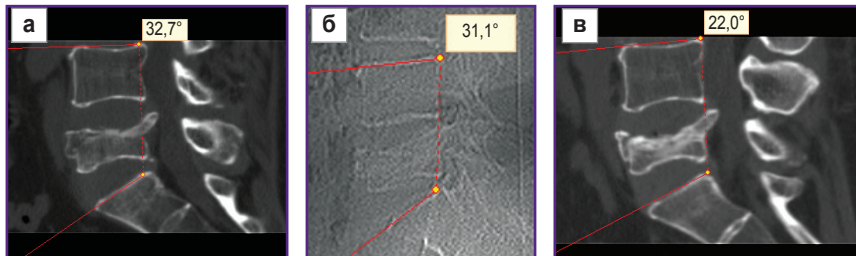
КТ и рентгенография больного Р., 45 лет: а — через 10 дней после травмы; б — через 6 мес после начала консервативного лечения; в — через 12 мес после начала консервативного лечения. Обращает на себя внимание стабилизация регионарного угла L₄–S₁ от начала наблюдения до 6 мес и его прогрессивное уменьшение к 12 мес
